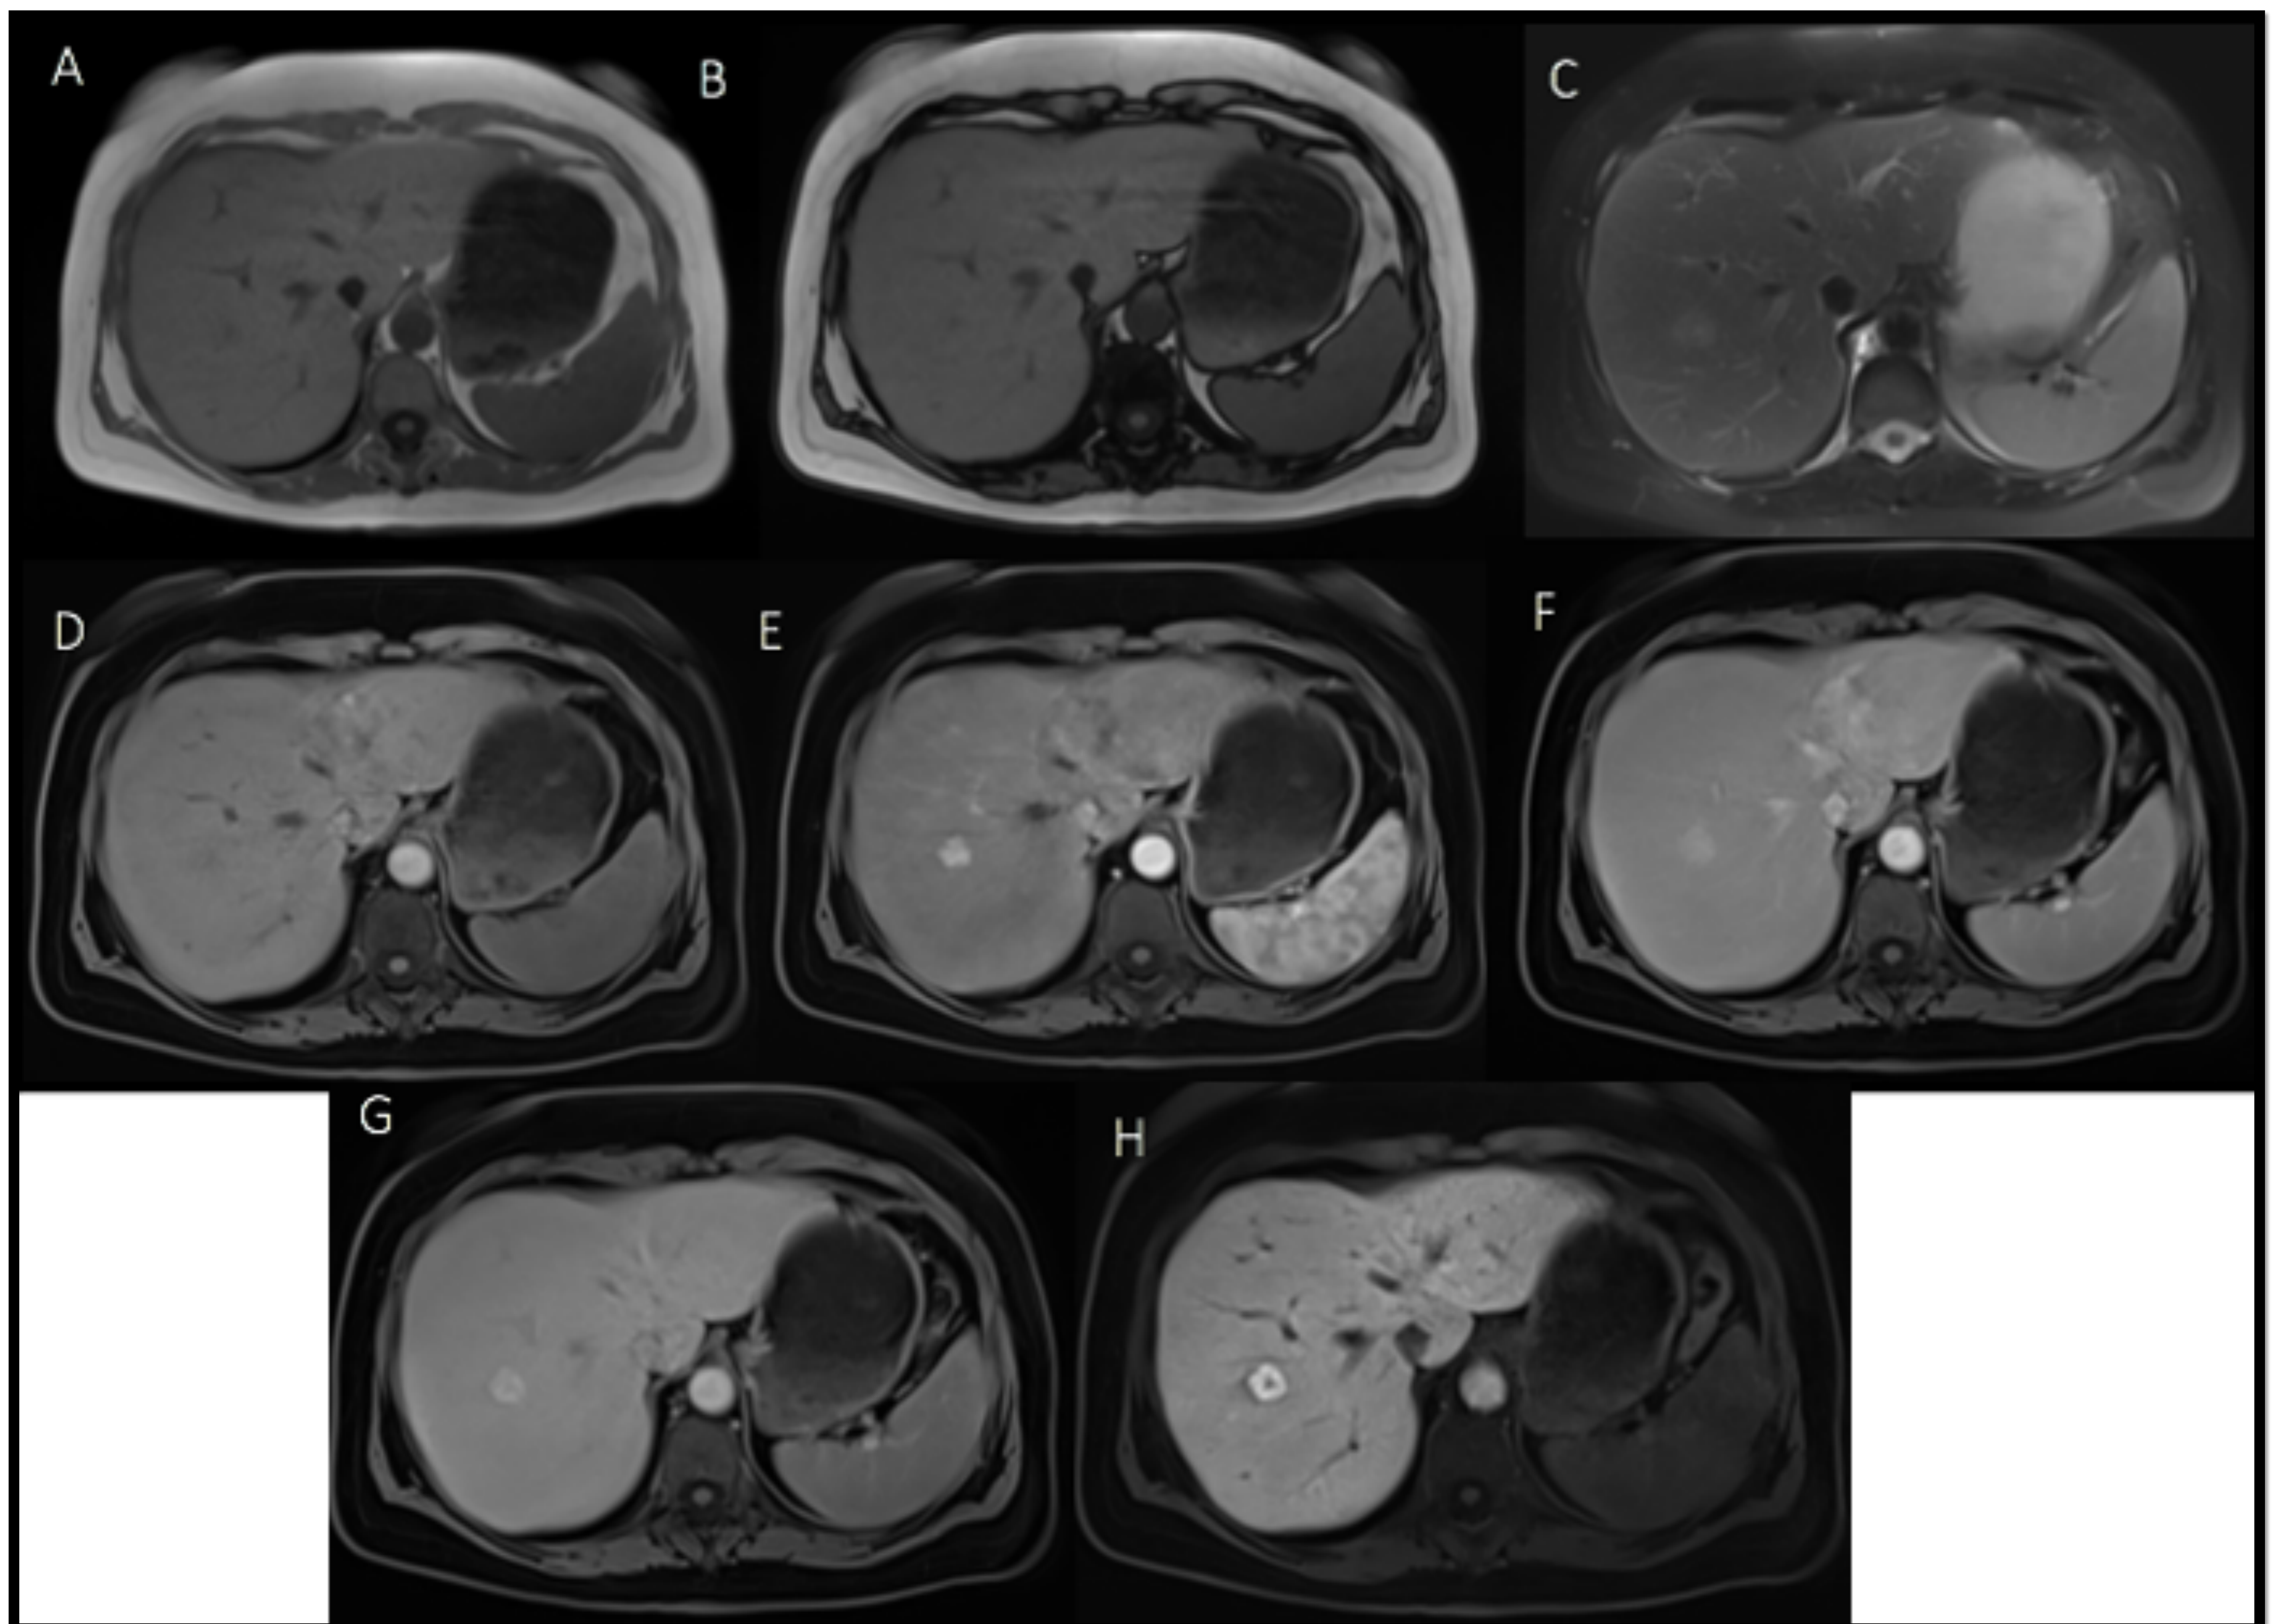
RM de hígado. A: T1 en fase, B: T1 fuera de fase, C: T2 con saturación de grasa. D: T1 sin contraste, E: T1 + C fase arterial, F: T1 + C fase venosa portal, G: T1 + c fase de equilibrio, H: fase hepatobiliar.
